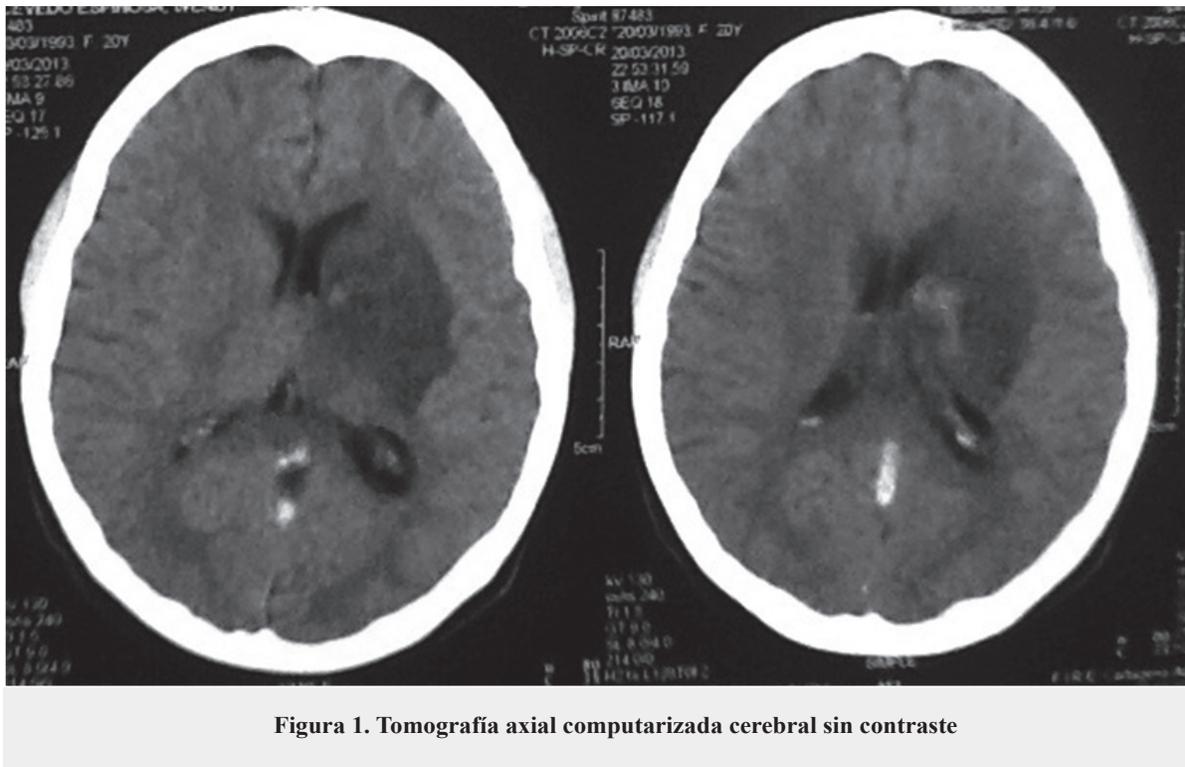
Tomografía axial computarizada cerebral sin contraste
